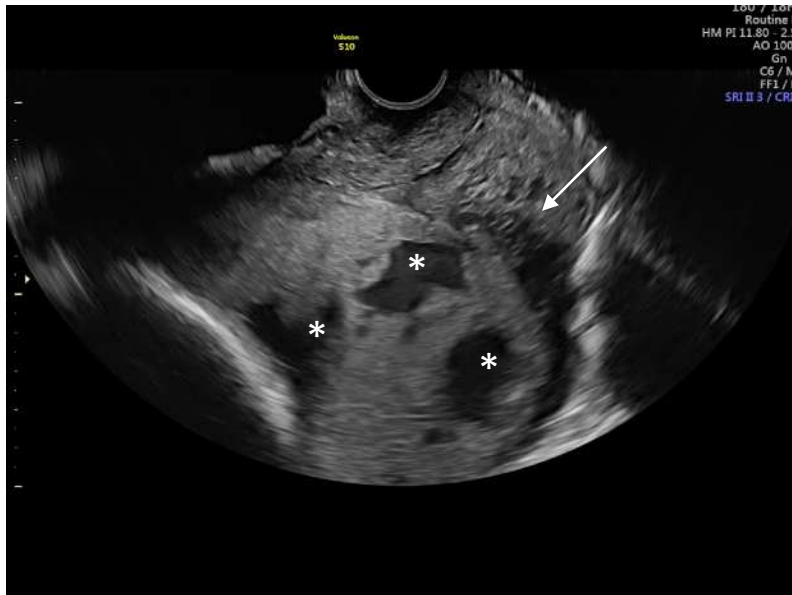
Imágenes de ecografía transvaginal en mujer embarazada de 32 semanas. Placenta accreta con lagunas placentarias anormales (*). Irregularidad parametrial por ingurgitación vascular anormal (flechas).
